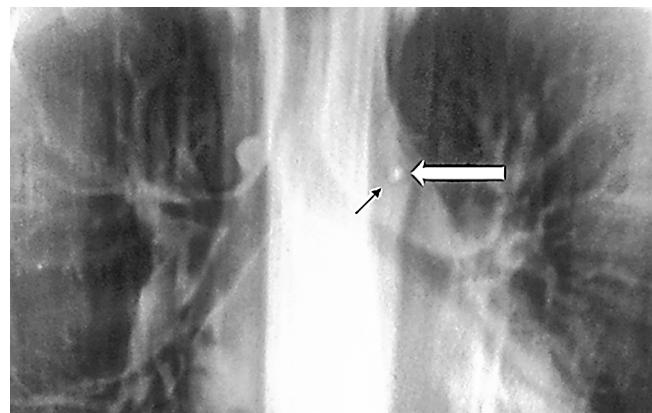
Линейная томограмма. Точечное уплотнение в парааортальной области, расцененное как парааортальный кальцинат лимфатического узла у ребенка с подозрением на туберкулез
